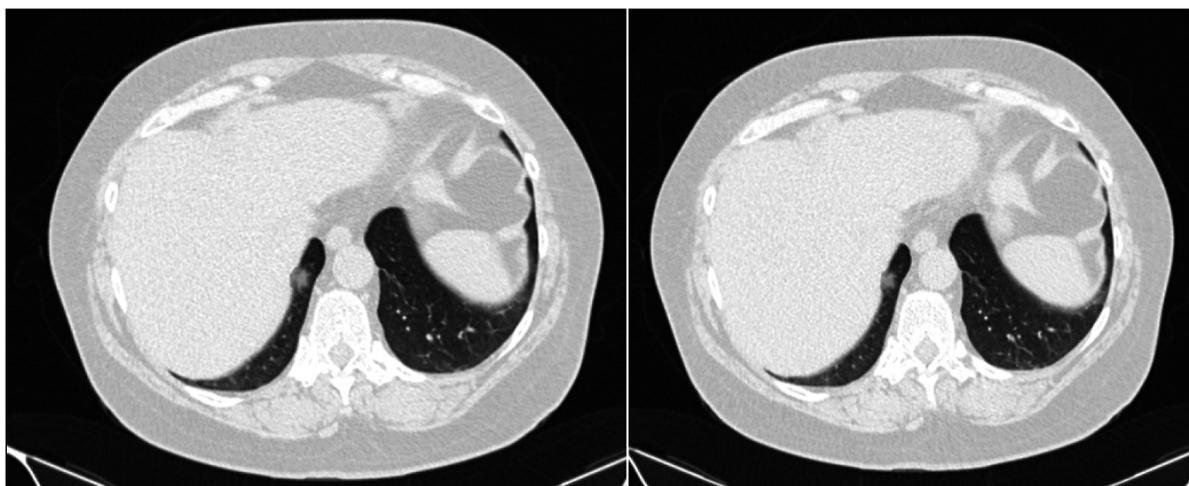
КТ, поперечный срез. Узел в нижней доле правого легкого выявлен программой ИИ и отмечен голубым цветом.
